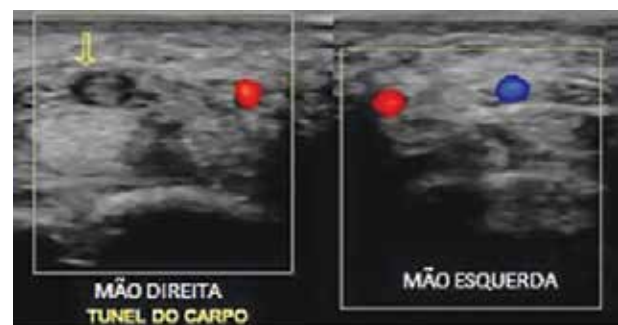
USG no corte coronal demonstra imagem ovalada, sem fluxo ao estudo Doppler à direita, mostrada pela seta, identificando à artéria mediana persistente apresentando trombose. Ao lado contralateral (mão esquerda), observam-se as estruturas do túnel do carpo sem alterações evidentes.
